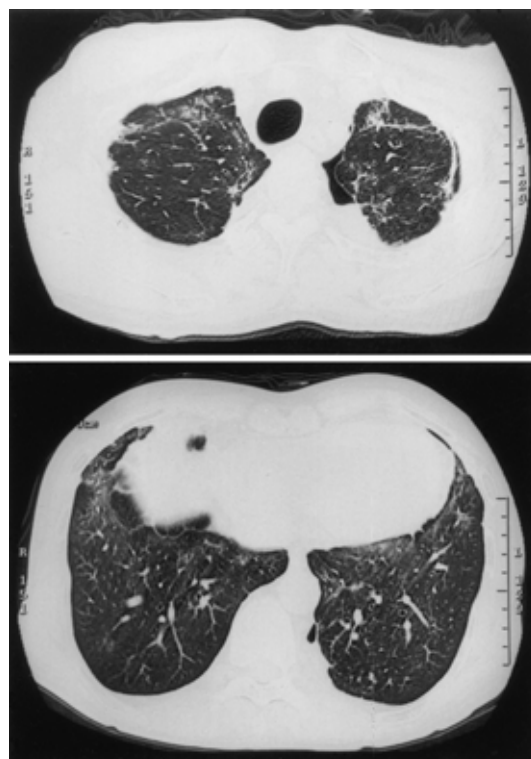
Chest CT scan after treatment with prednisolone demonstrating general improvement of ground-glass attenuation, but not of pleural thickening in comparison with films made on admission.
